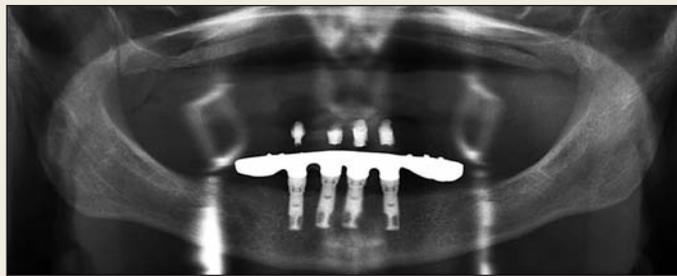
/ Orthopantomogramme avant l'intervention chirurgicale. Aucun signe pathologique (inflammation, kystes, etc.) n'a été détecté.
